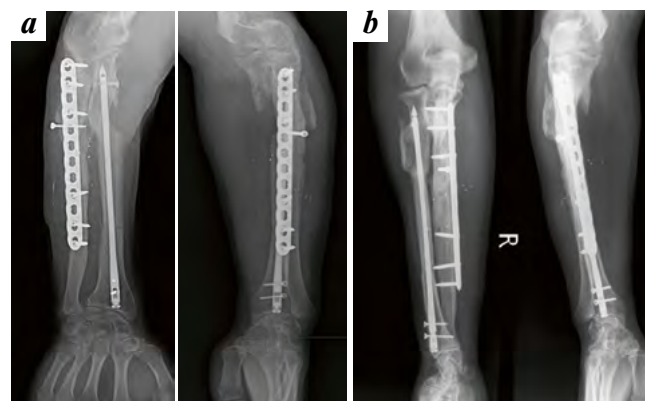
Рентгенограммы правого предплечья раненого З.: а) через 5 месяцев после операции; б) через 12 месяцев после операции.
